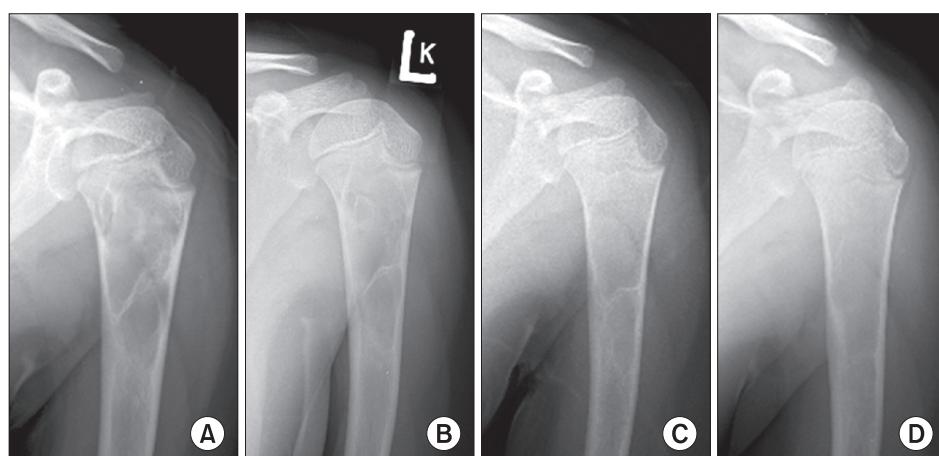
Simple bone cyst of the proximal humerus in a 7-year-old boy treated by observation only. (A) Plain radiograph shows a simple bone cyst at first visit. (B, C) Bone consolidation and remodeling are visible at serial follow-up. (D) At the age of 11 years, Modified Neer classification was Grade I.
